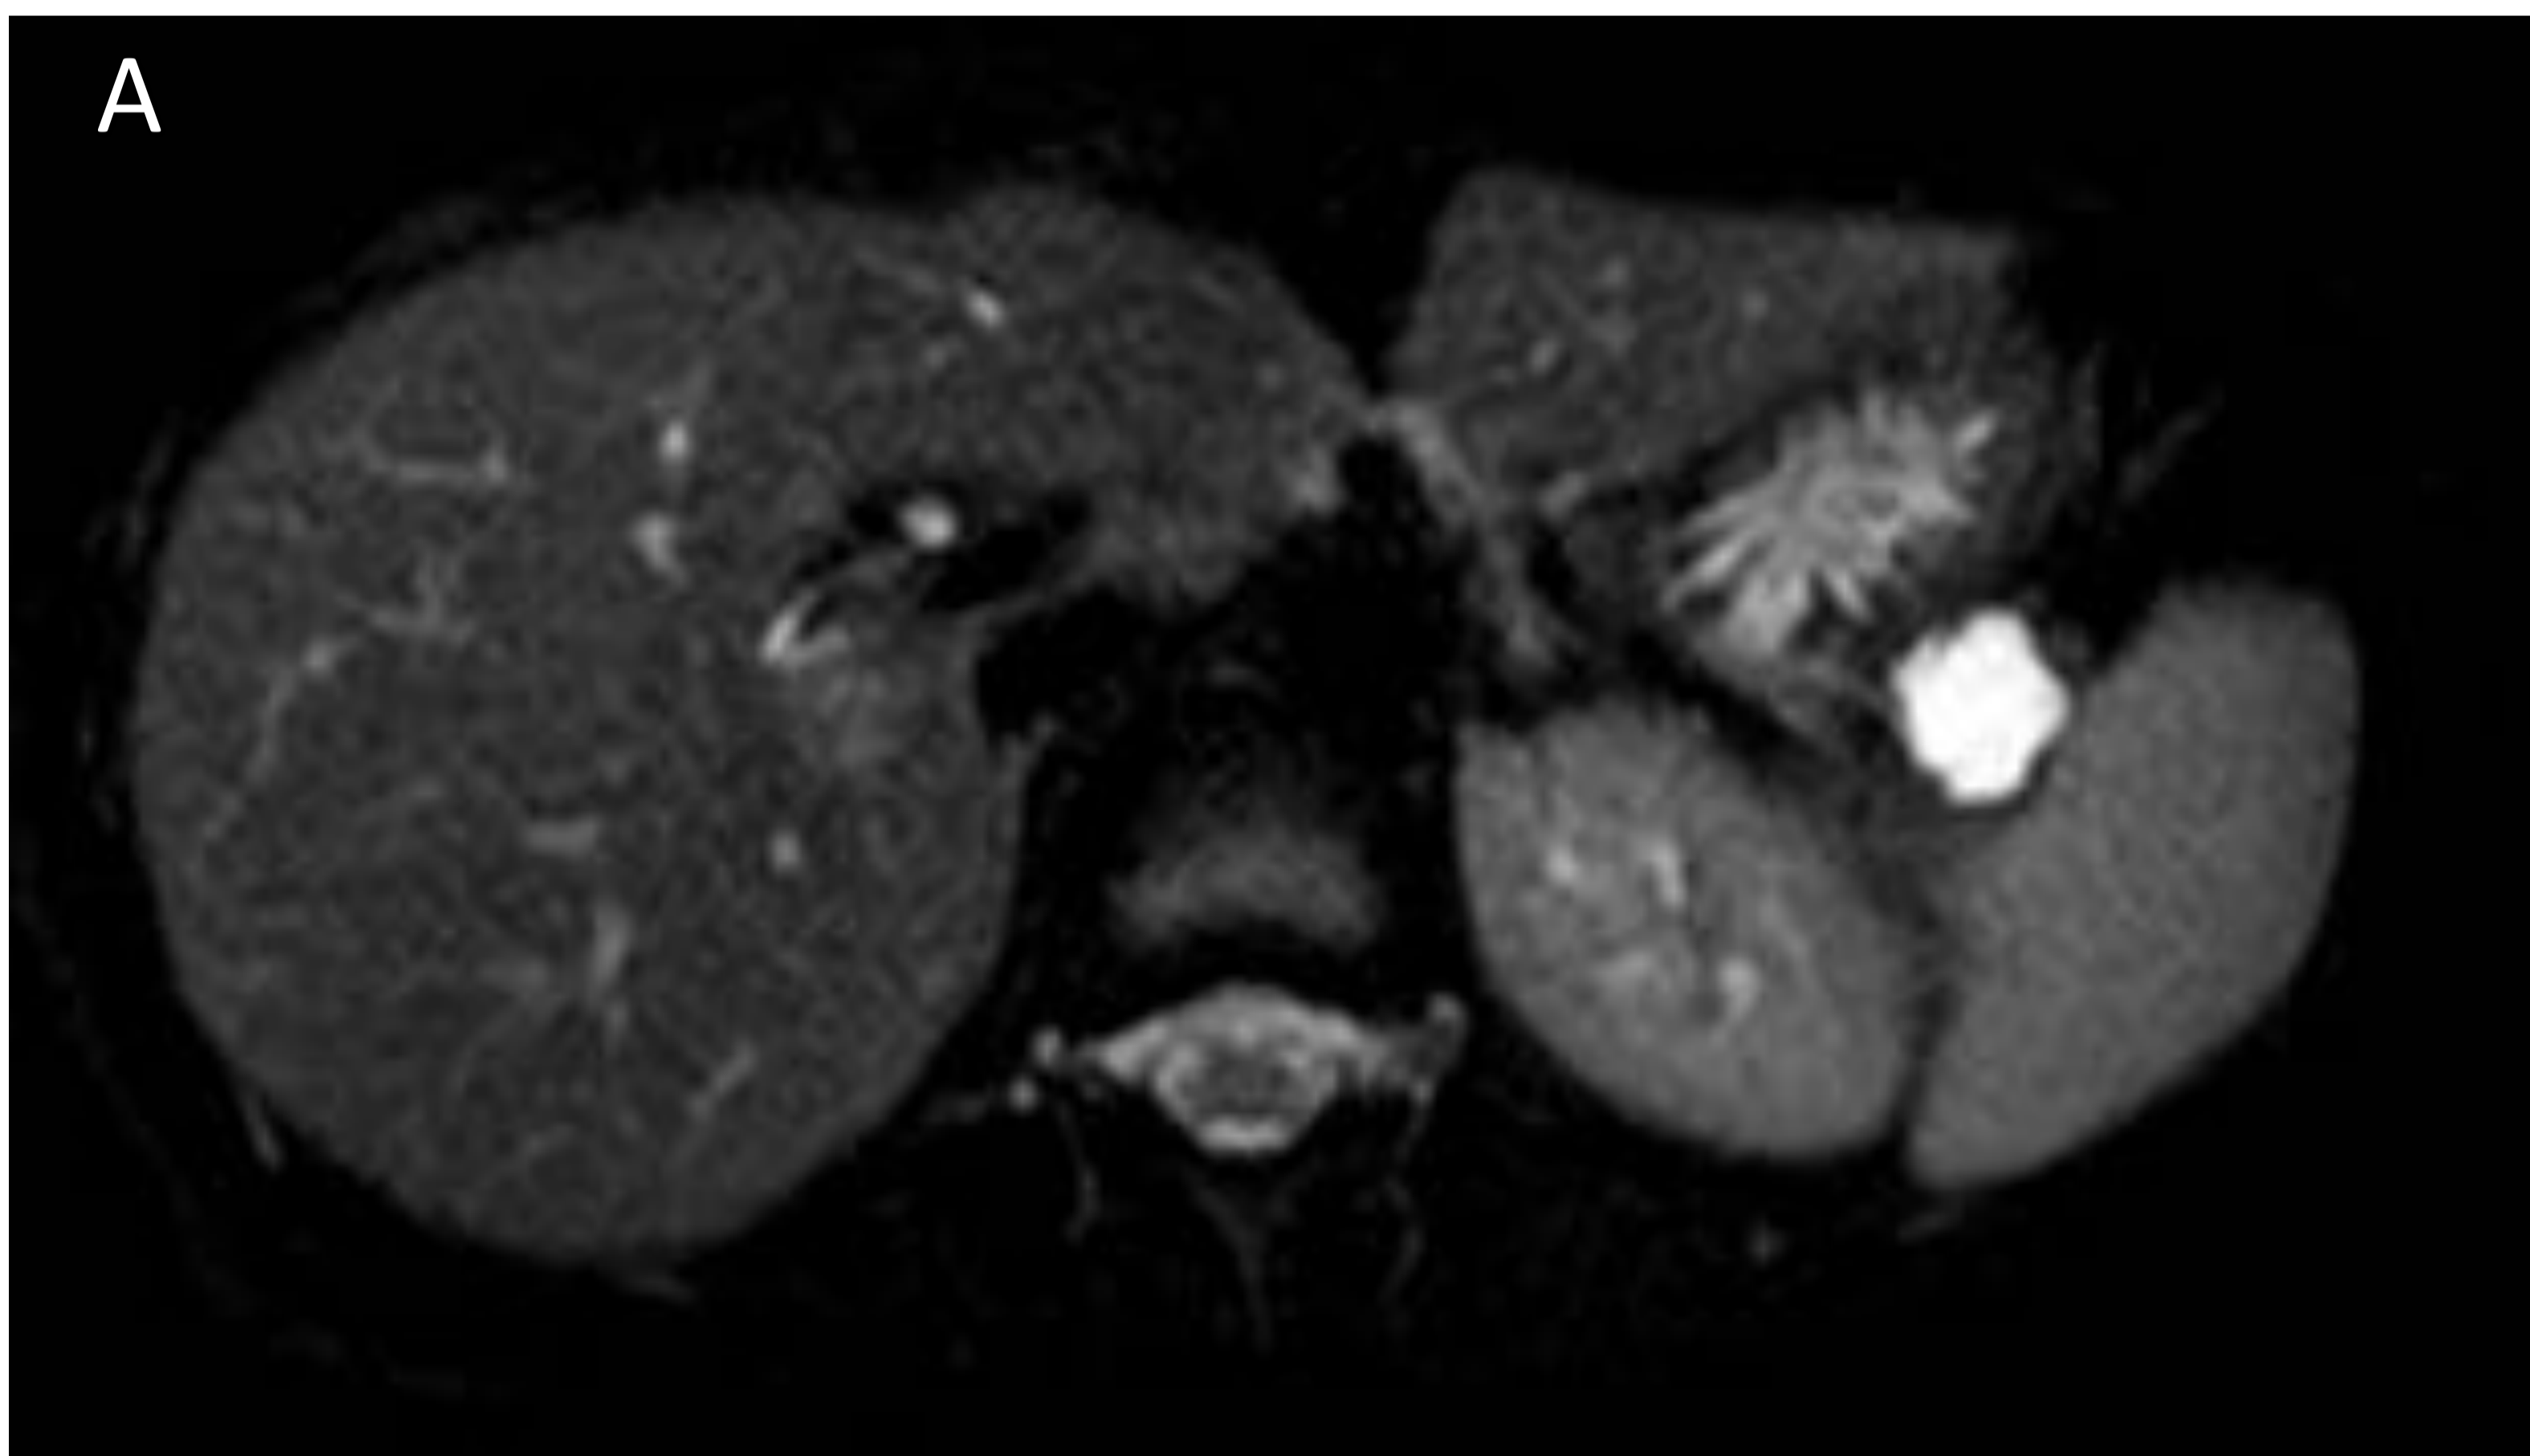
RM de la misma paciente. A. axial T2, B coronal T2. En cola pancreática, lesión quística de 2 x 1,7 cm, con pequeñas lobulaciones y algún fino tabique, no consiguiendo demostrar comunicación con conducto pancreático principal. Muestra tenue hipercaptación de contraste por parte del parénquima adyacente tras administración gadolinio, adoptando morfología pseudonodular en la periferia de la lesión.
